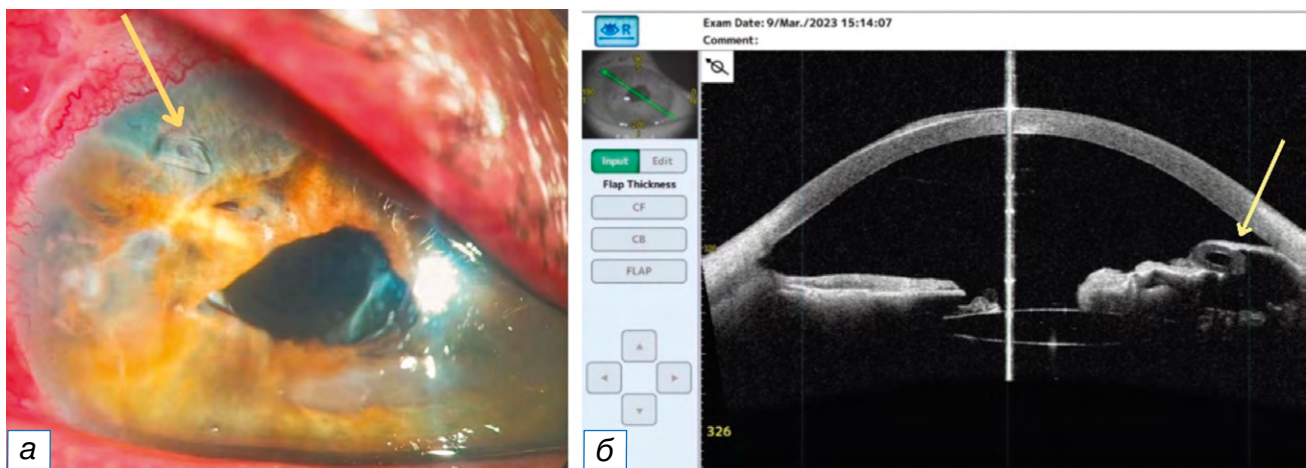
а — биомикроскопия правого глаза после имплантации клапана Ахмеда (стрелкой указана трубка клапана); б — оптическая когерентная томография переднего отрезка правого глаза до операции (стрелкой указана трубка клапана).
